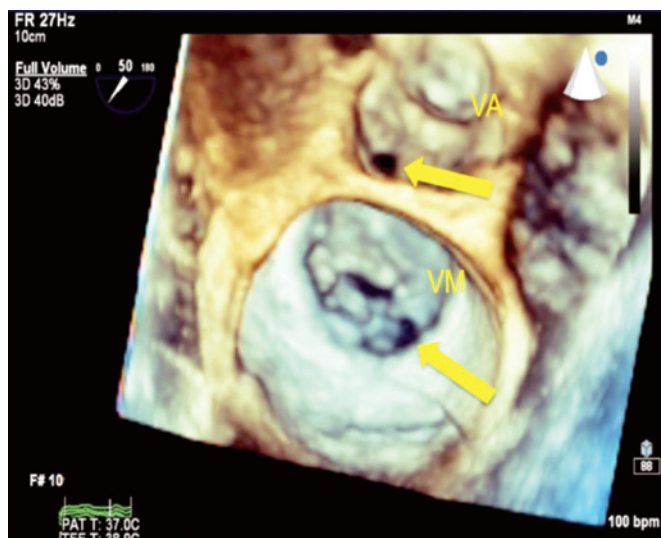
Ecocardiograma transesofágico tridimensional mostrando espessamento dos folhetos aórticos – sístole (seta)
